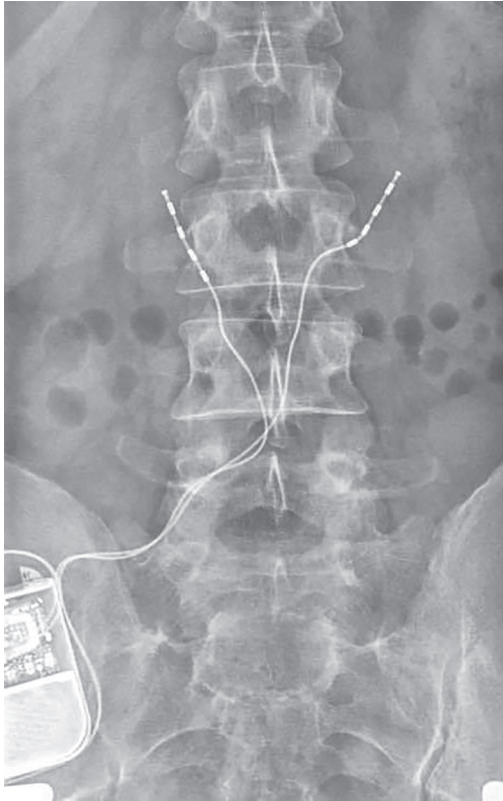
Röntgenkontrolle – A.p.-Bild: 2 Elektroden zur Multifidusstimulation samt eines Neurostimulators gluteal rechts bei Patient mit Rückenschmerzen
